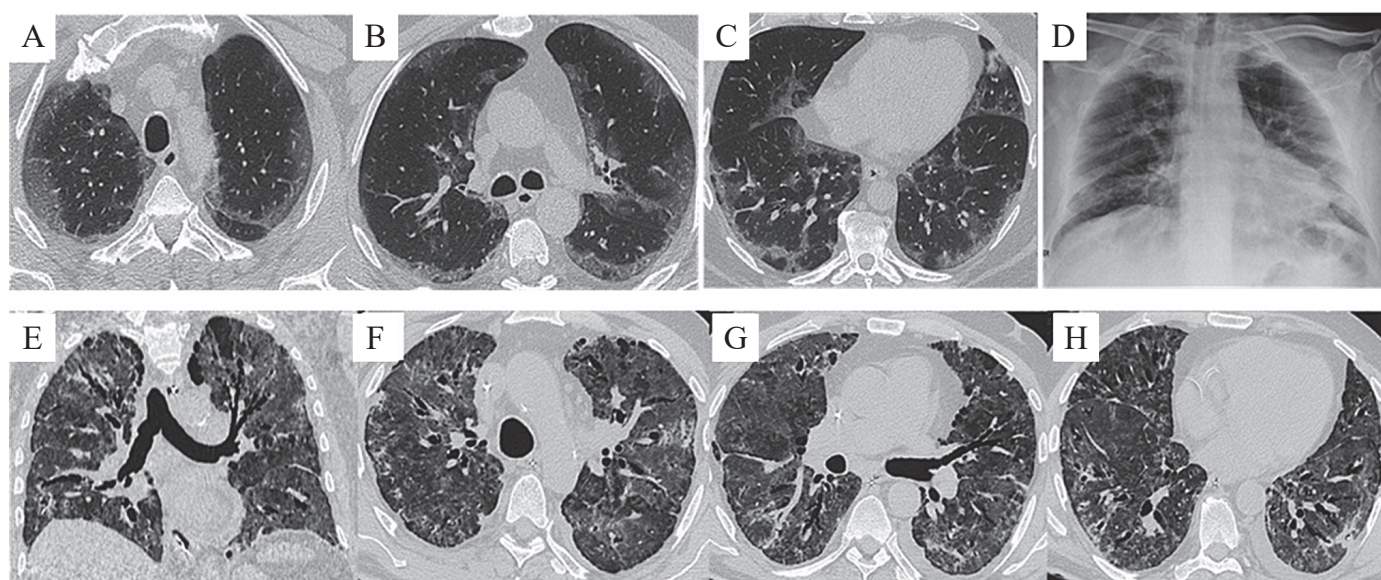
ВРКТ. А-Д: спостереження Грипу А з подібними до COVID-19 інтерстиціальними змінами (двосторонні субплевральні GGO, перилобулярний тип осередків) [30], D – дифузне інтерстиціальне ураження (рентгенограма). Е-Н: H1N1-пневмонія ускладнена гострим респіраторним дистрес-синдромом (ARDS) з білатеральними дифузними зонами GGO, тракційними бронхо/ бронхіолоектазами [40].
